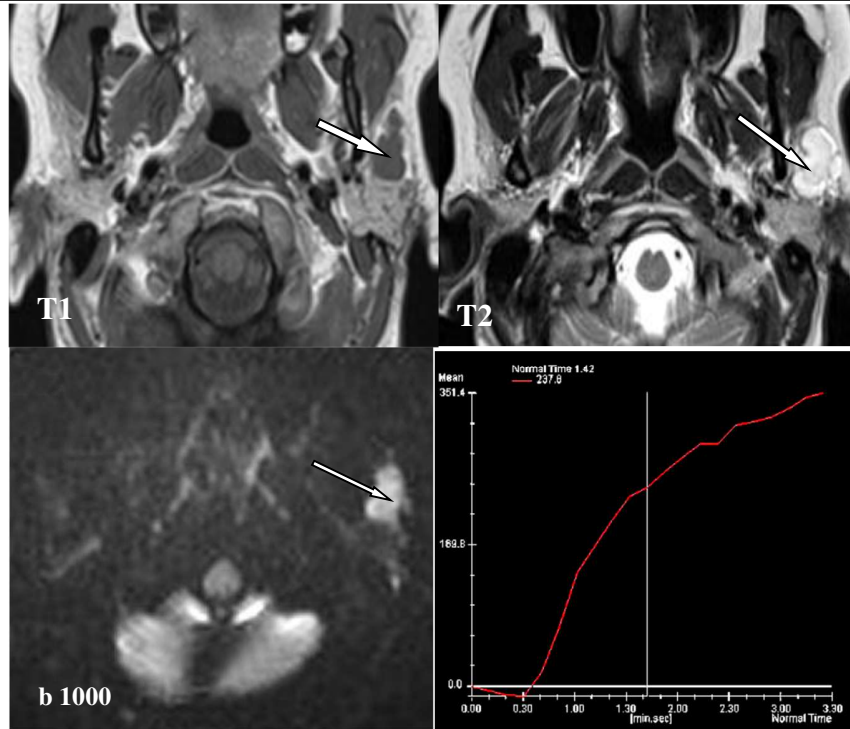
IRM en faveur d'un adénome pléomorphe de la glande parotide. L'association d'un hyposignal T1, hypersignal T2 et a un franc hypersignal en diffusion à b1000 (flèches blanches), un ADC à $1,7 \times 10^{-3} \text{ mm}^2/\text{s}$ avec une courbe de type A : fait porter le diagnostic d'adénome pléomorphe ⁽³⁴⁾.
